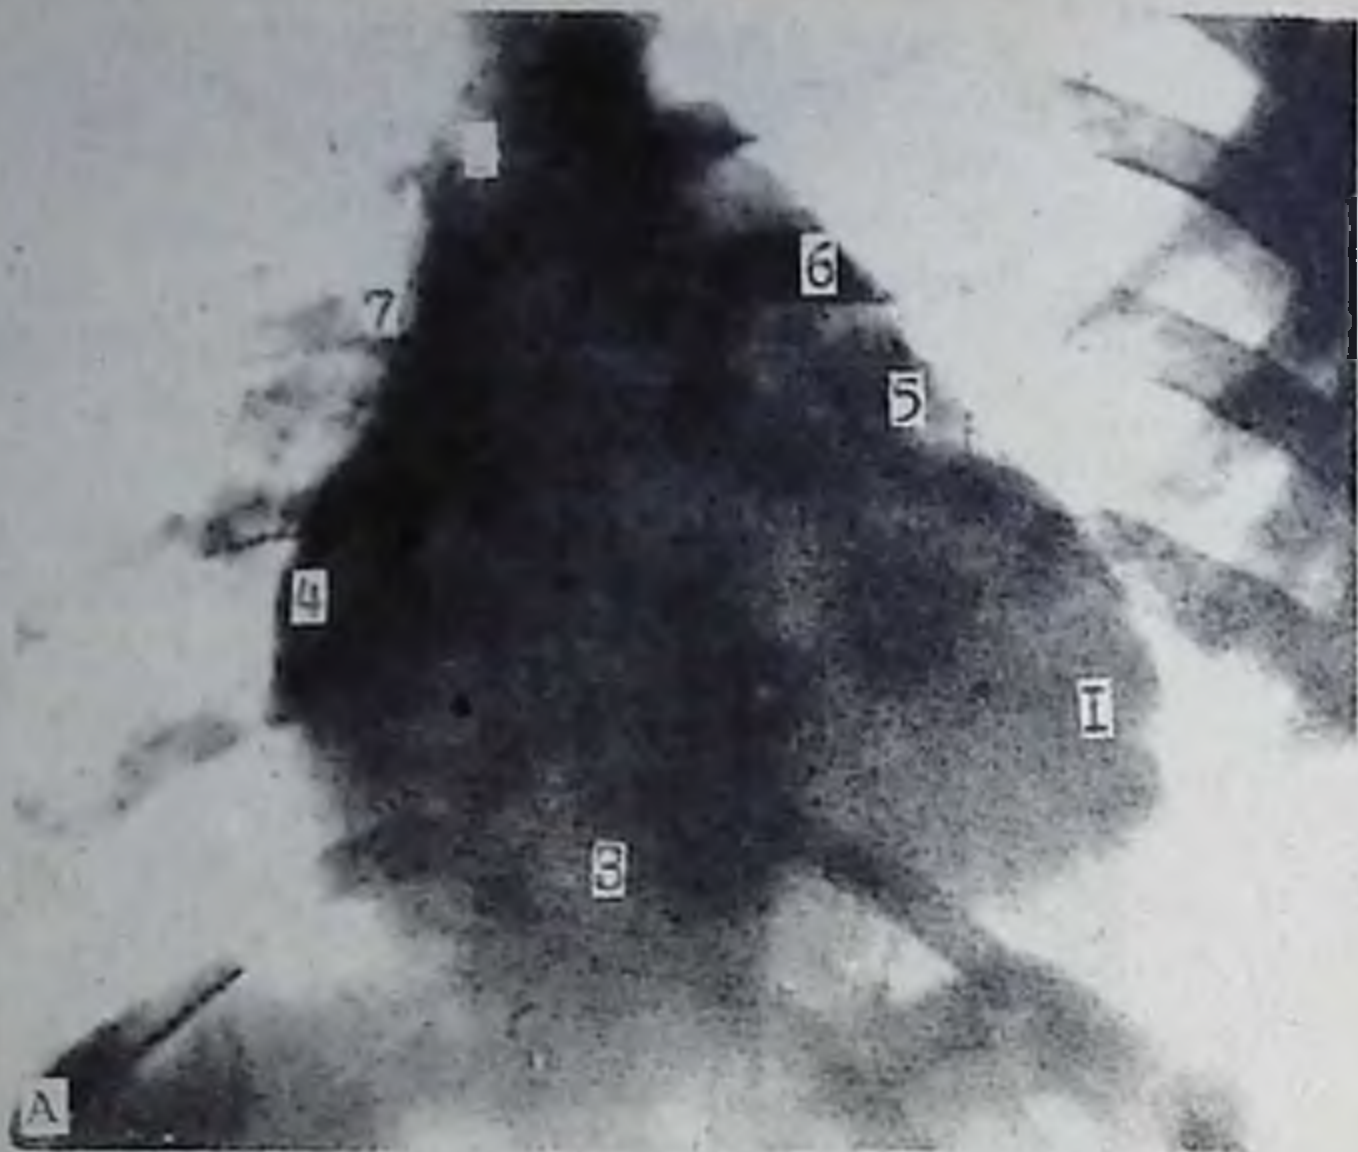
Рентгенограмма сердца в прямой (А) и правой передней косой (Б) проекциях. Сочетанный митральный порок сердца (стеноз и недостаточность):
